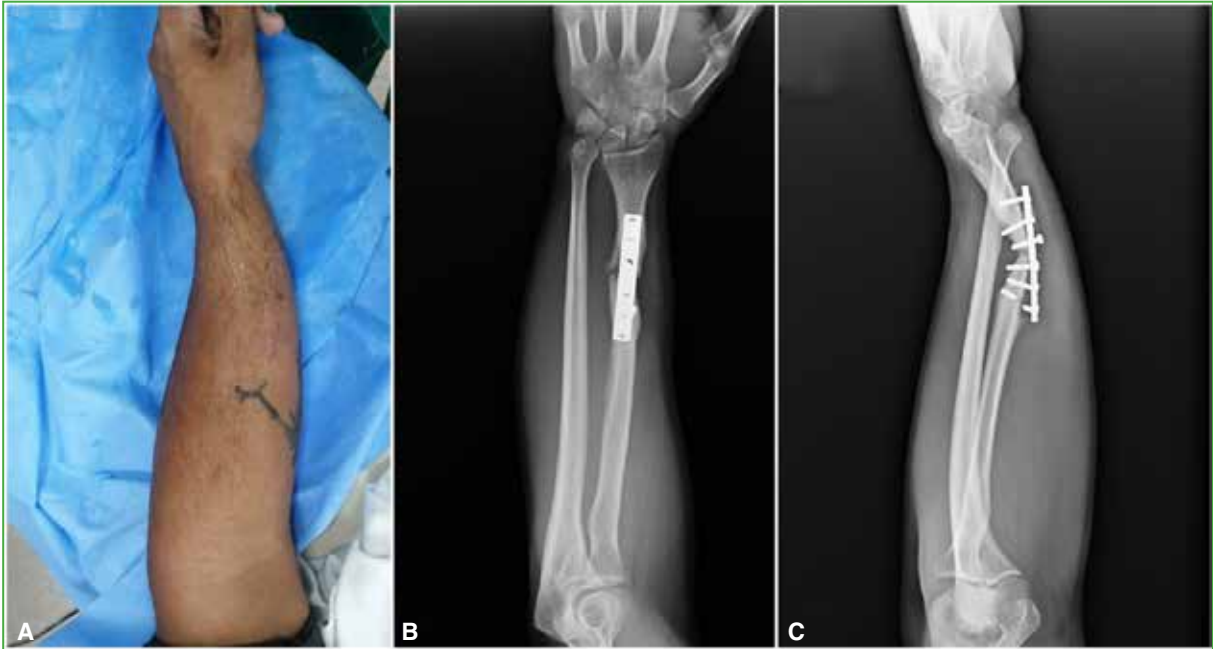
A. Deformidad evidente en el antebrazo. Radiografías anteroposterior (B) y lateral (C) de antebrazo que muestran una pseudoartrosis diafisaria de radio asociada con falla del material de síntesis.
